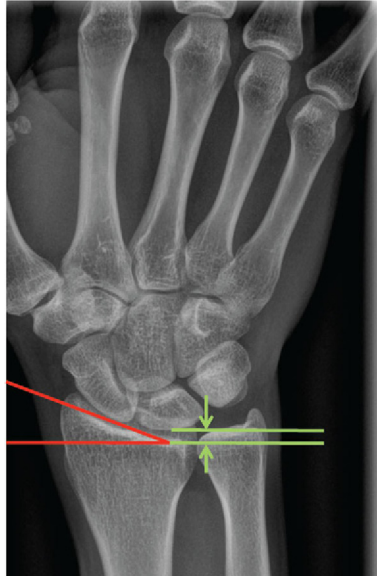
Radiographie du poignet de face.
